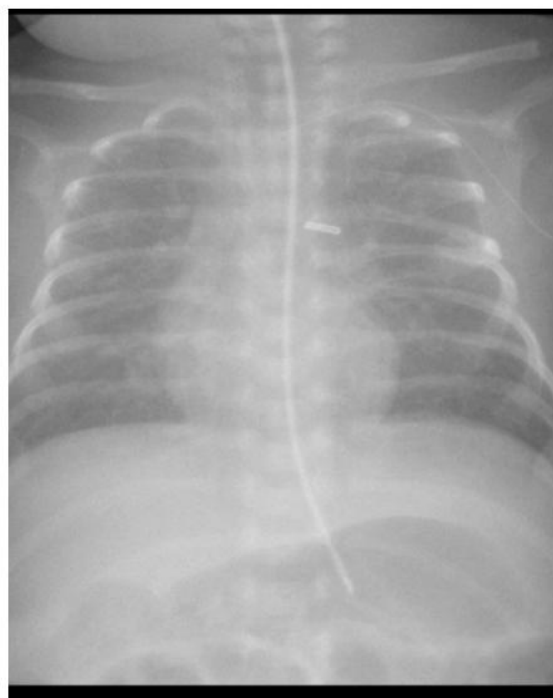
Рентгенограмма легких пациента М. с диагнозом: бронхолегочная дисплазия (45-е сутки жизни)
